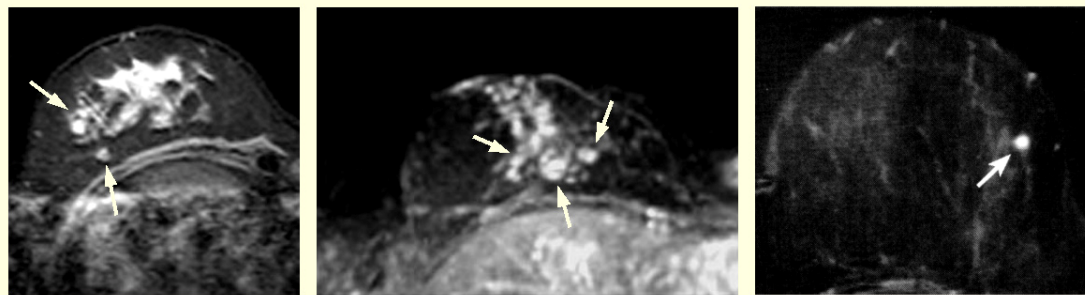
Mit der MRT detektierte suspekthe Herde unter 1cm Größe (l,m: Radiologie Charité, r: 5 mm großer Tumor aus [23]).
